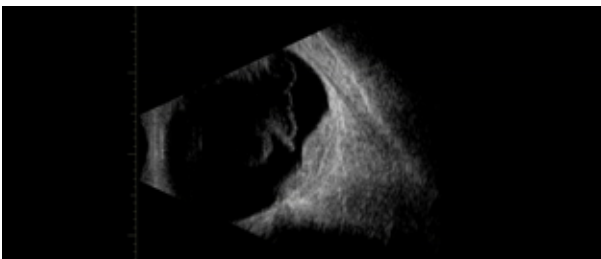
Ultrasonografía modo B muestra Desprendimiento de Vítreo Posterior Parcial Hemorrágico con Membrana neovascular Hemorrágica. Gentileza: Dr. Mario De La Torre E.
